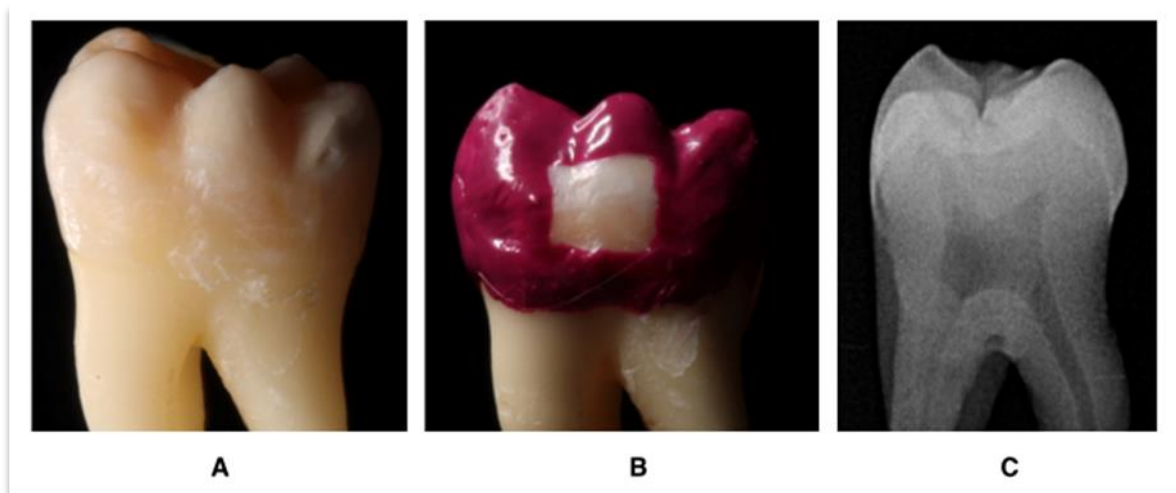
Preparo dos dentes para submissão ao gel desmineralizante: A- Molar permanente com esmalte sadio; B - Delimitação da área de trabalho com esmalte para unha (face vestibular) e C - Radiografia periapical inicial.
